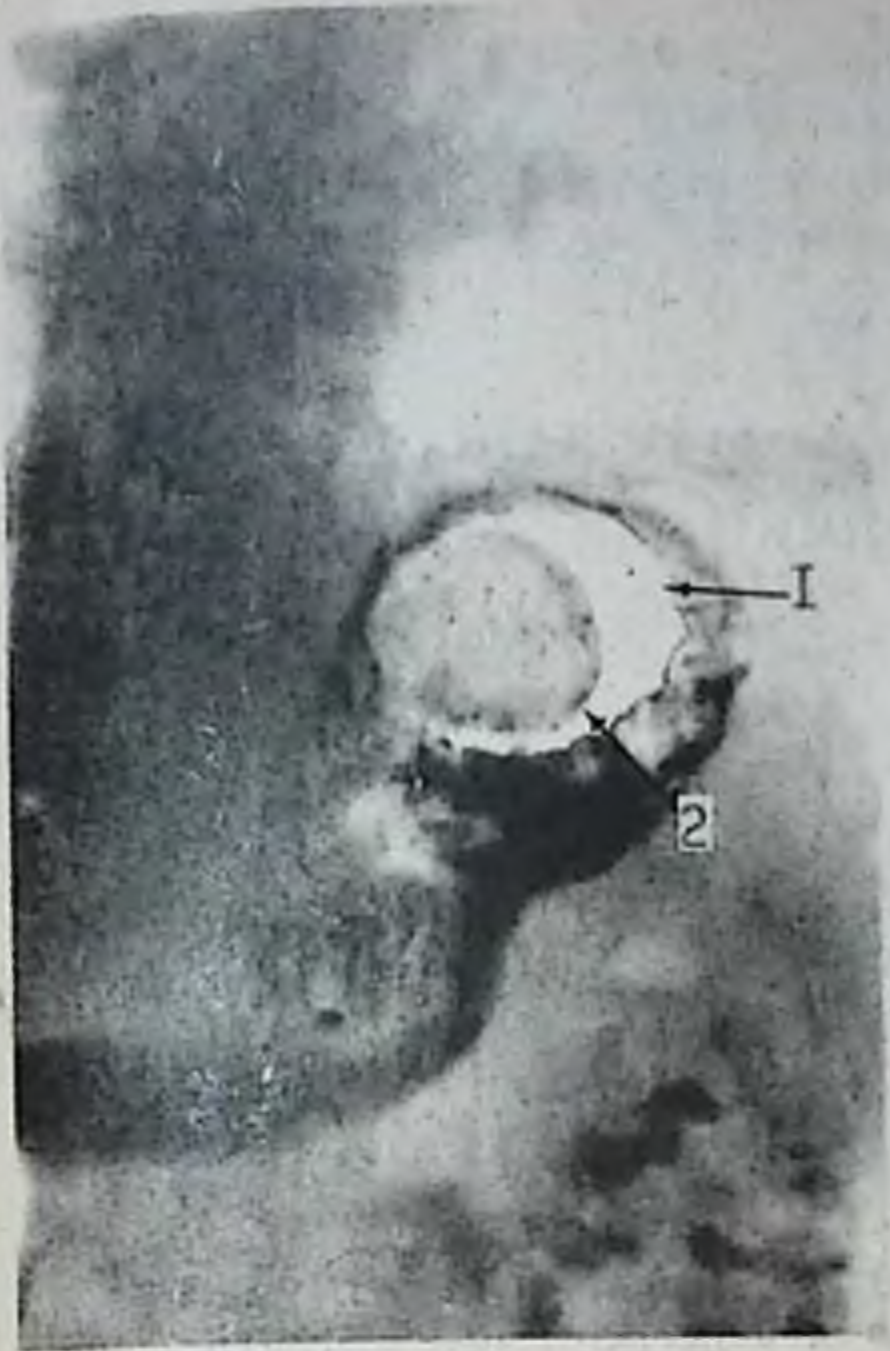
Рентгенограмма желудка.
